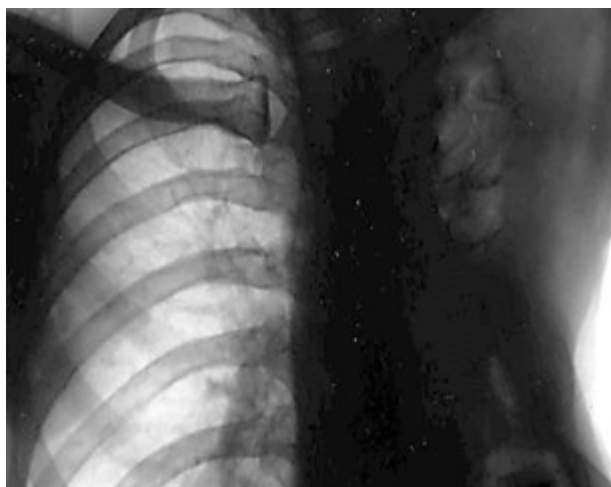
Хворий П. Рентгенограма на час виписування з клініки
